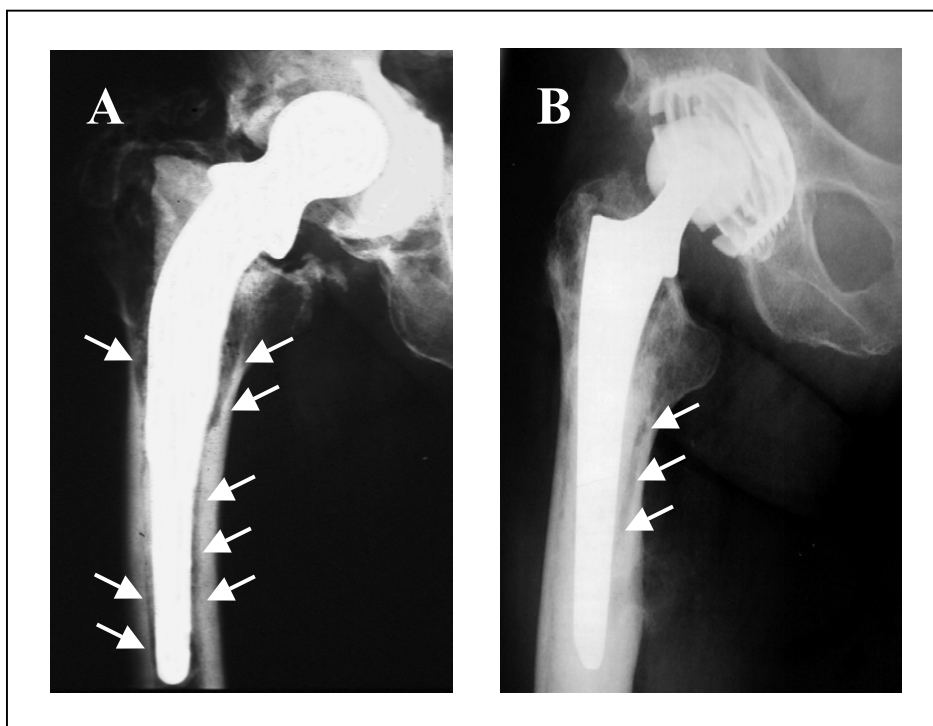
Gelockerte Femurschaftprothesen im Röntgenbild
